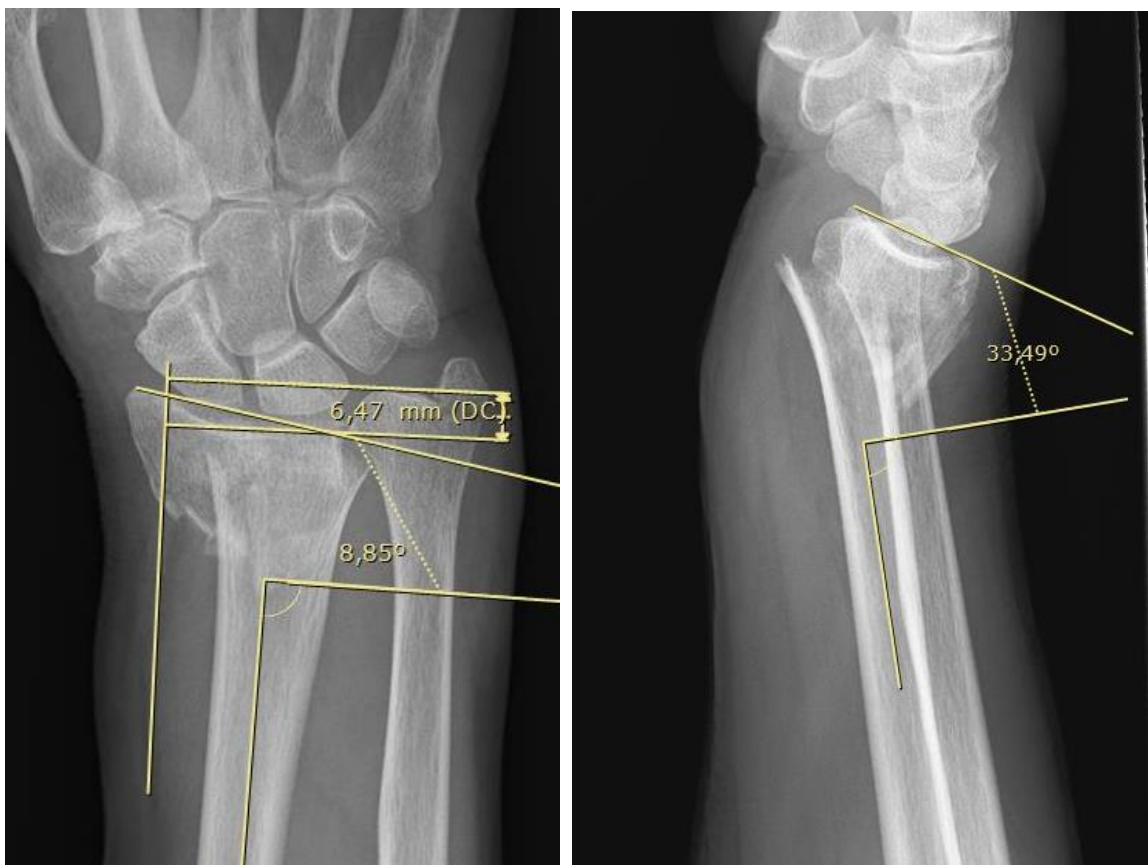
Radiografía AP de fractura inestable (Varianza cubital e inclinación radial)
